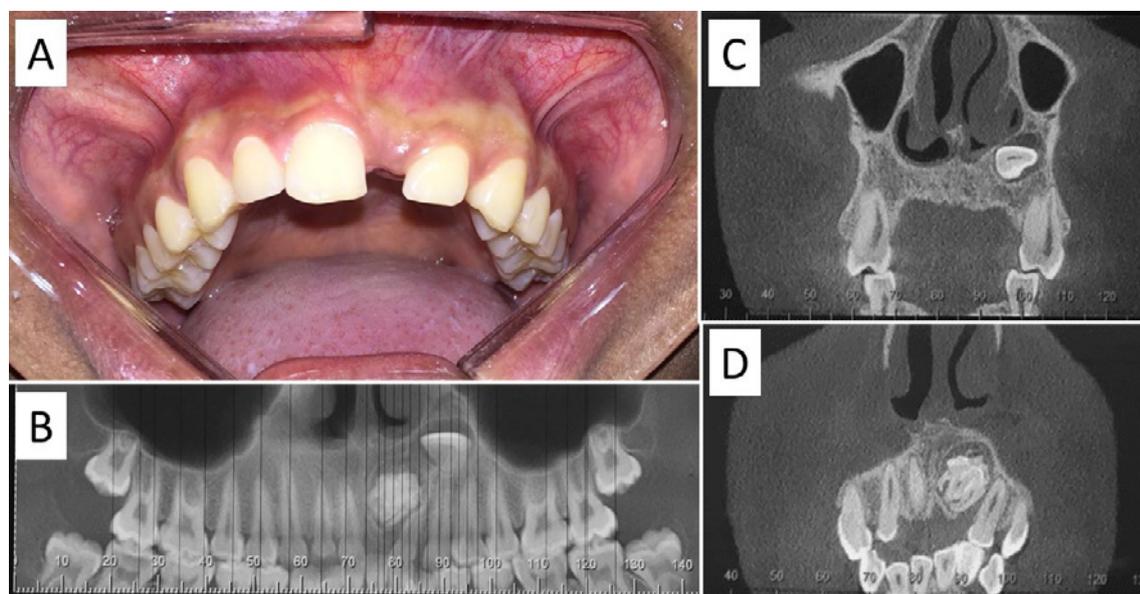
A) Característica intra-oral demonstrando área desdentada em região do 21. B) Reconstrução panorâmica digital notando-se imagens hiperdensas, C) Tomografia computadorizada em corte coronal demonstrando dente 21 impactado em íntima associação com o seio maxilar e cavidade nasal ipsilateral, e D) lesão amorfa e bem delimitada em maxila esquerda, respectivamente.
